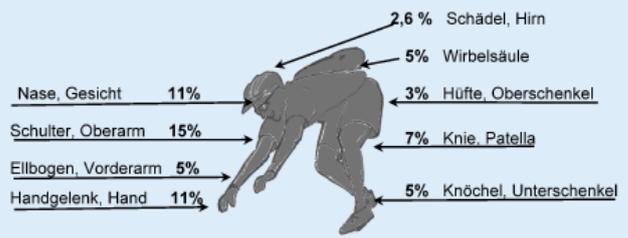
► Verletzungsmuster der SUVA-Versicherten Biker der Schweiz (1995–1998)
